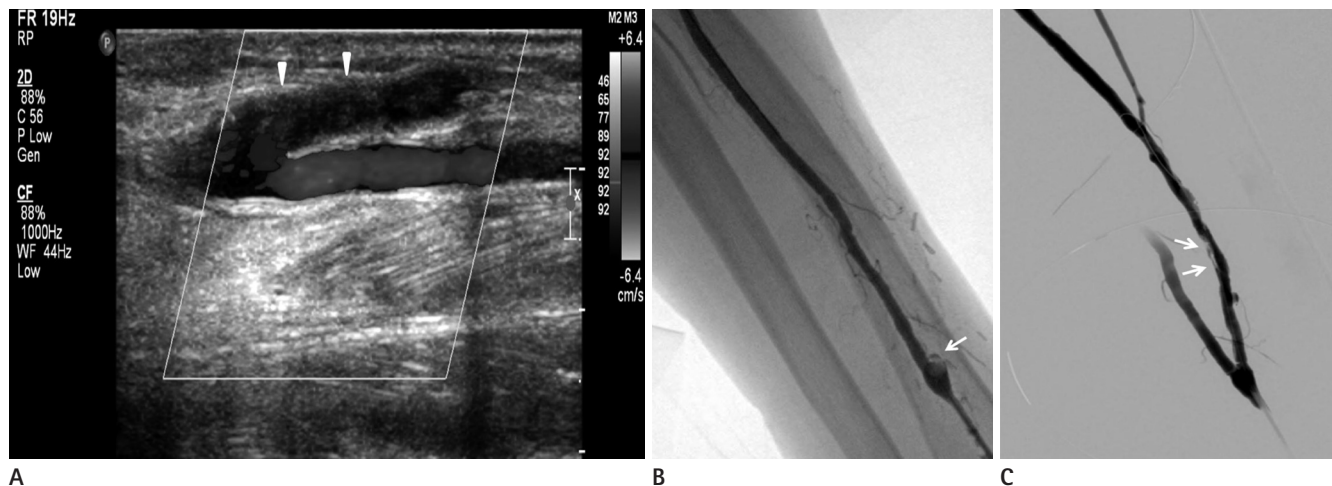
A 77-year-old male with immature radiocephalic arteriovenous fistula (AVF). Comparison between color doppler ultrasound examination and angiography of totally thrombotic occluded radiocephalic AVF.
